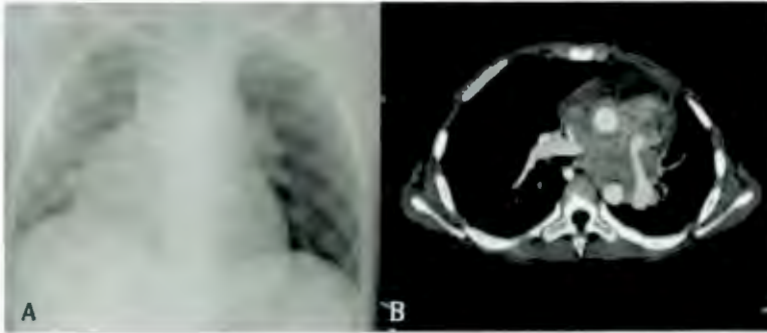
Estudios de imagen que muestran el tumor mediastinal. A. Radiografía de tórax que muestra ensanchamiento mediastinal. B. Resonancia magnética de tórax que muestra tumor mediastinal que desplaza los grandes vasos. Cortesía Servicio de Radiología Instituto Nacional de Pediatría.
